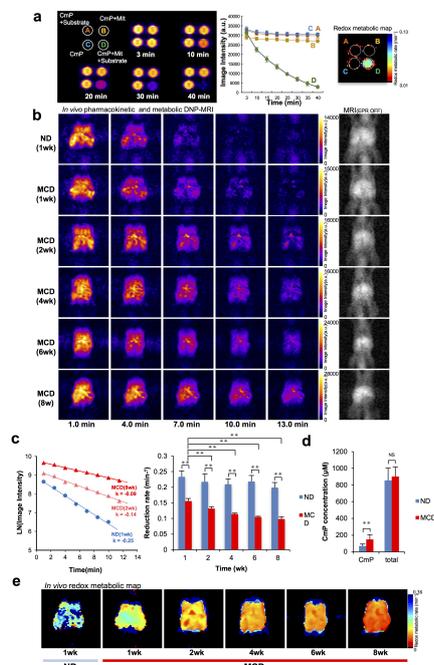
生体内 DNP-MRI によるレドックス代謝イメージング
